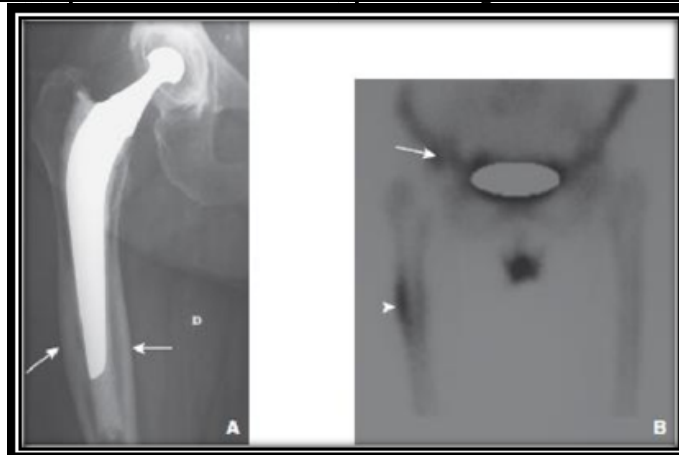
A à C. (C) Image tomodensitométrie (TDM) pour identifier un liseré continu de la prothèse (B) un débris de céramique (tête de flèche). (A) Le liseré continu est identifié sur les
